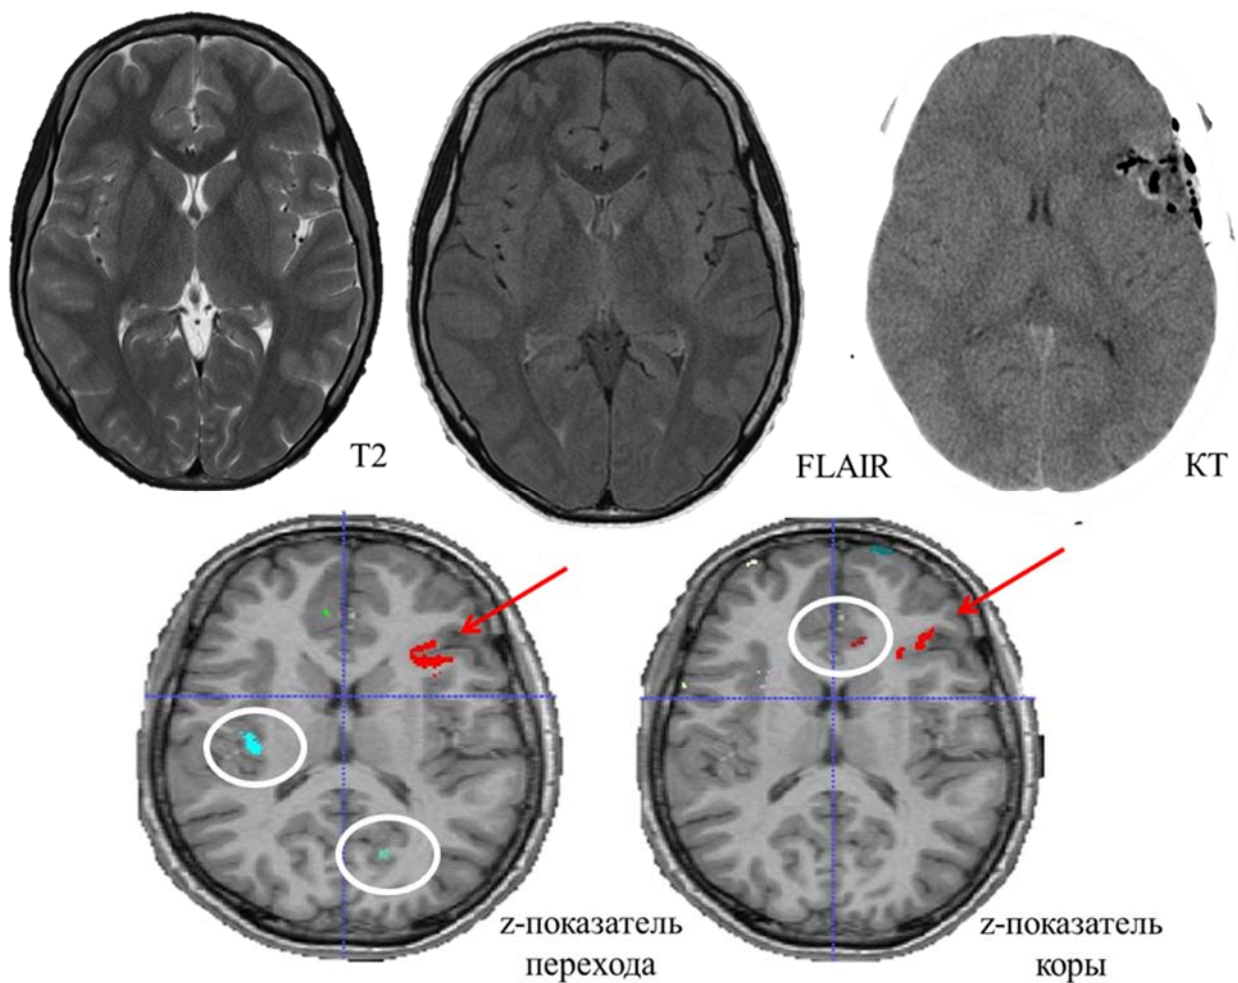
МРТ и КТ-исследования пациента с ФКД левой лобной доли. z-карты толщины коры и нарушения границы перехода серого и белого вещества демонстрируют аномально яркие зоны (красные стрелки и красные зоны), совпадающие с данными МРТ-исследования и зоной резекции. Белые круги обозначают условно ложноположительные зоны
